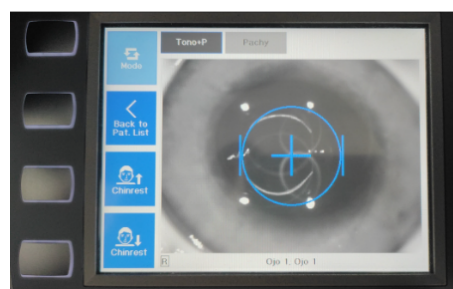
Visor del *Corvis ST* durante la tomografía dinámica
